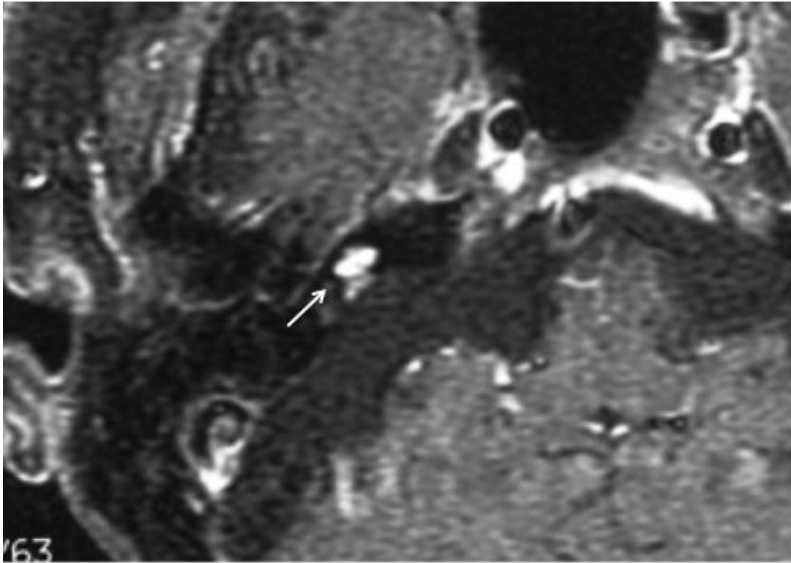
RM axial con contraste en la cual se observa hiperintensidad en la coclea derecha en un paciente intervenido de SV (flecha).
